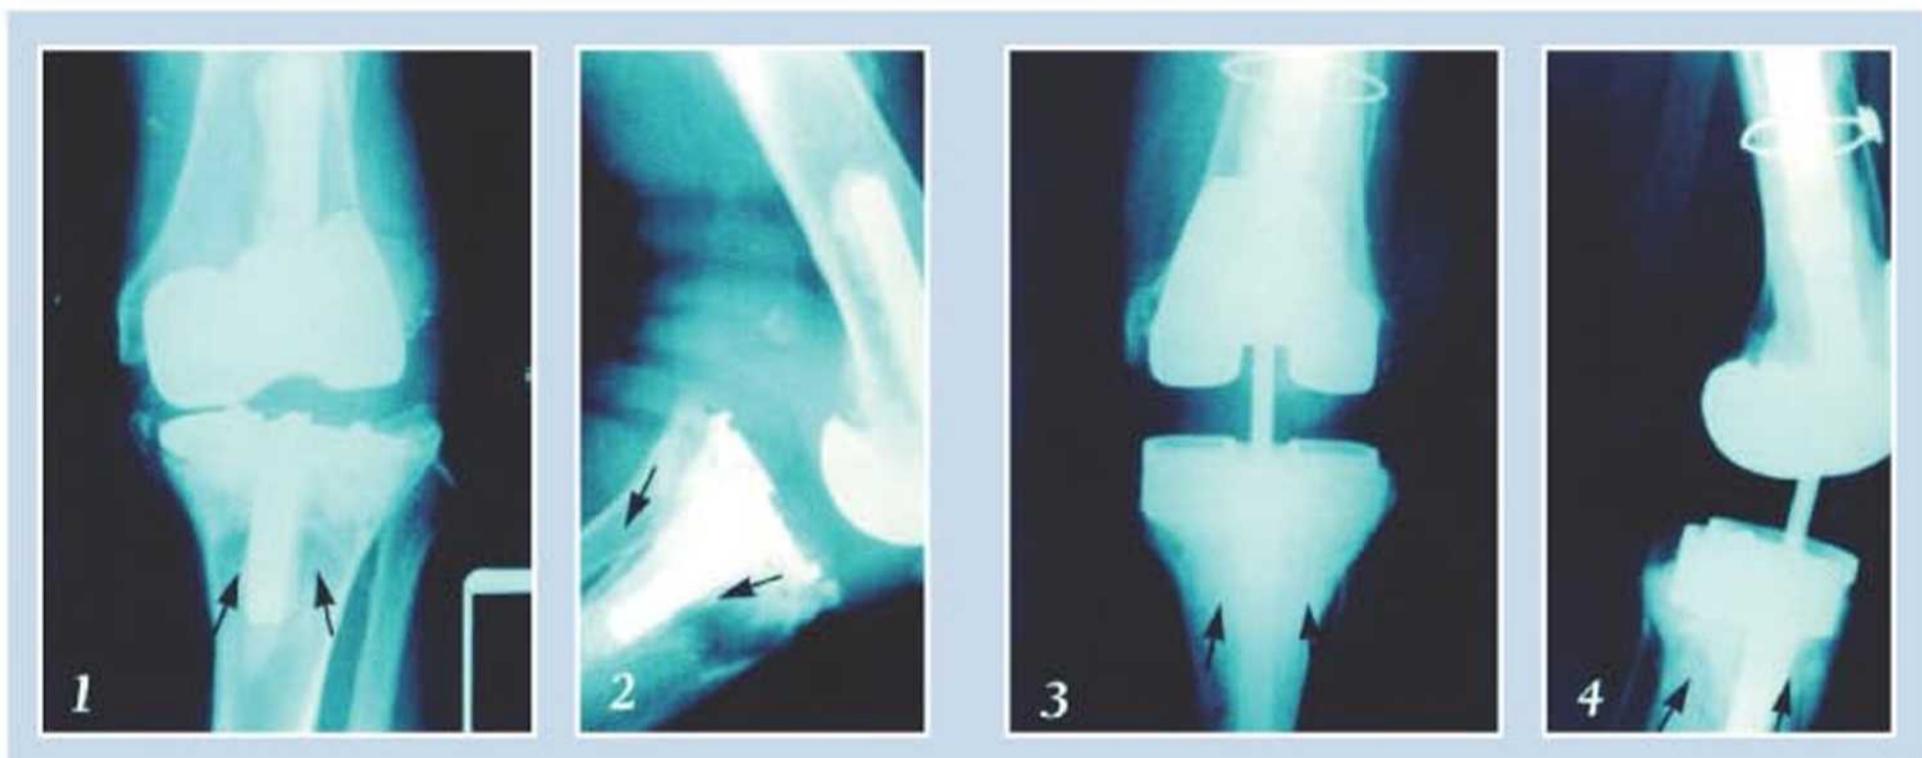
2为全膝人工关节置换术后X线片，箭头提示胫骨干骺端有明显的骨吸收缺损，关节有松动。
